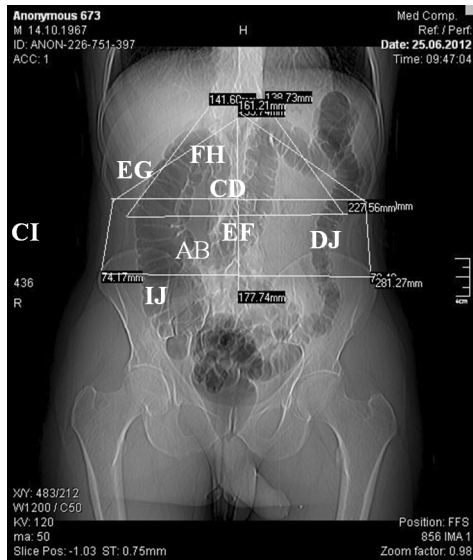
Измерения расстояний между костными ориентирами на компьютерных томограммах.
